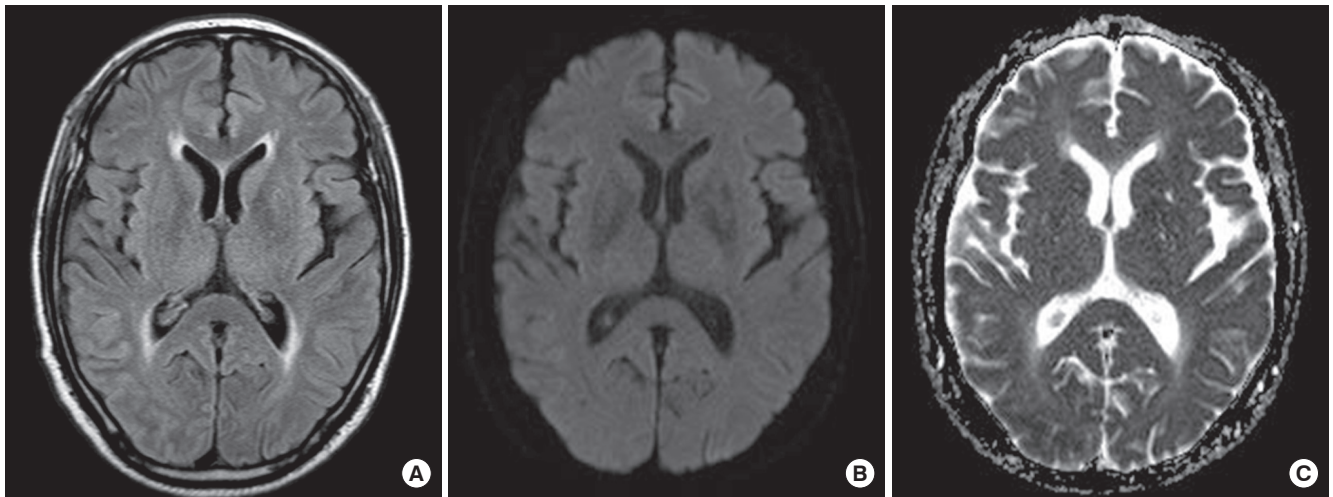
Follow-up brain magnetic resonance imaging obtained at the 39th day after the onset of symptoms. Fluid attenuated inversion recovery image (A), diffusion-weighted image (B) and apparent diffusion coefficient (C) show resolution of previous abnormal signal intensity lesion.
